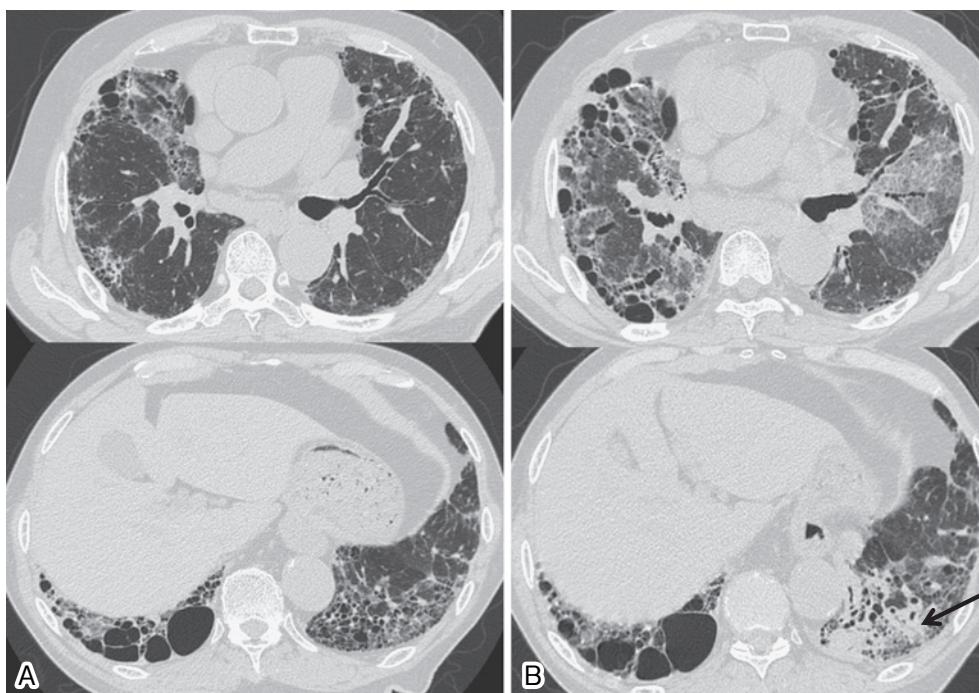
A: HRCT scan before onset. The reticular shadow is observed in the bilateral lungs. The honeycombs and paraseptal emphysema are observed in the bilateral basal segments.
